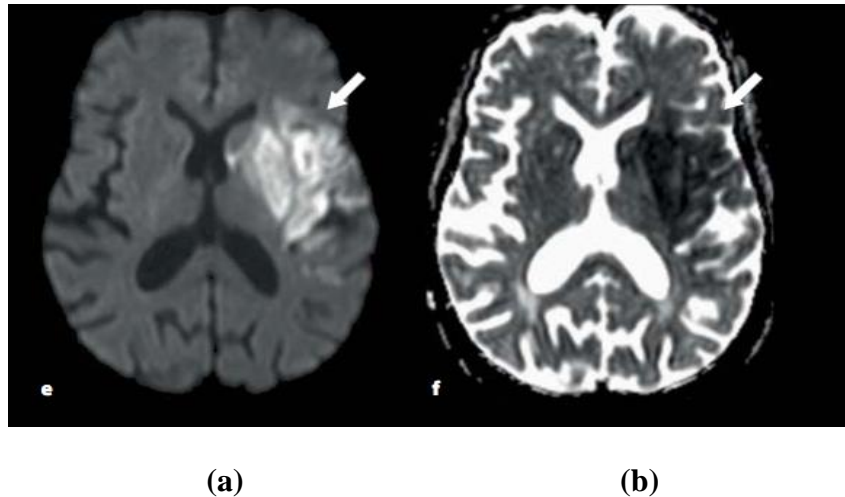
IRM AVC sylvien gauche : diffusion B1000- ADC[285].
